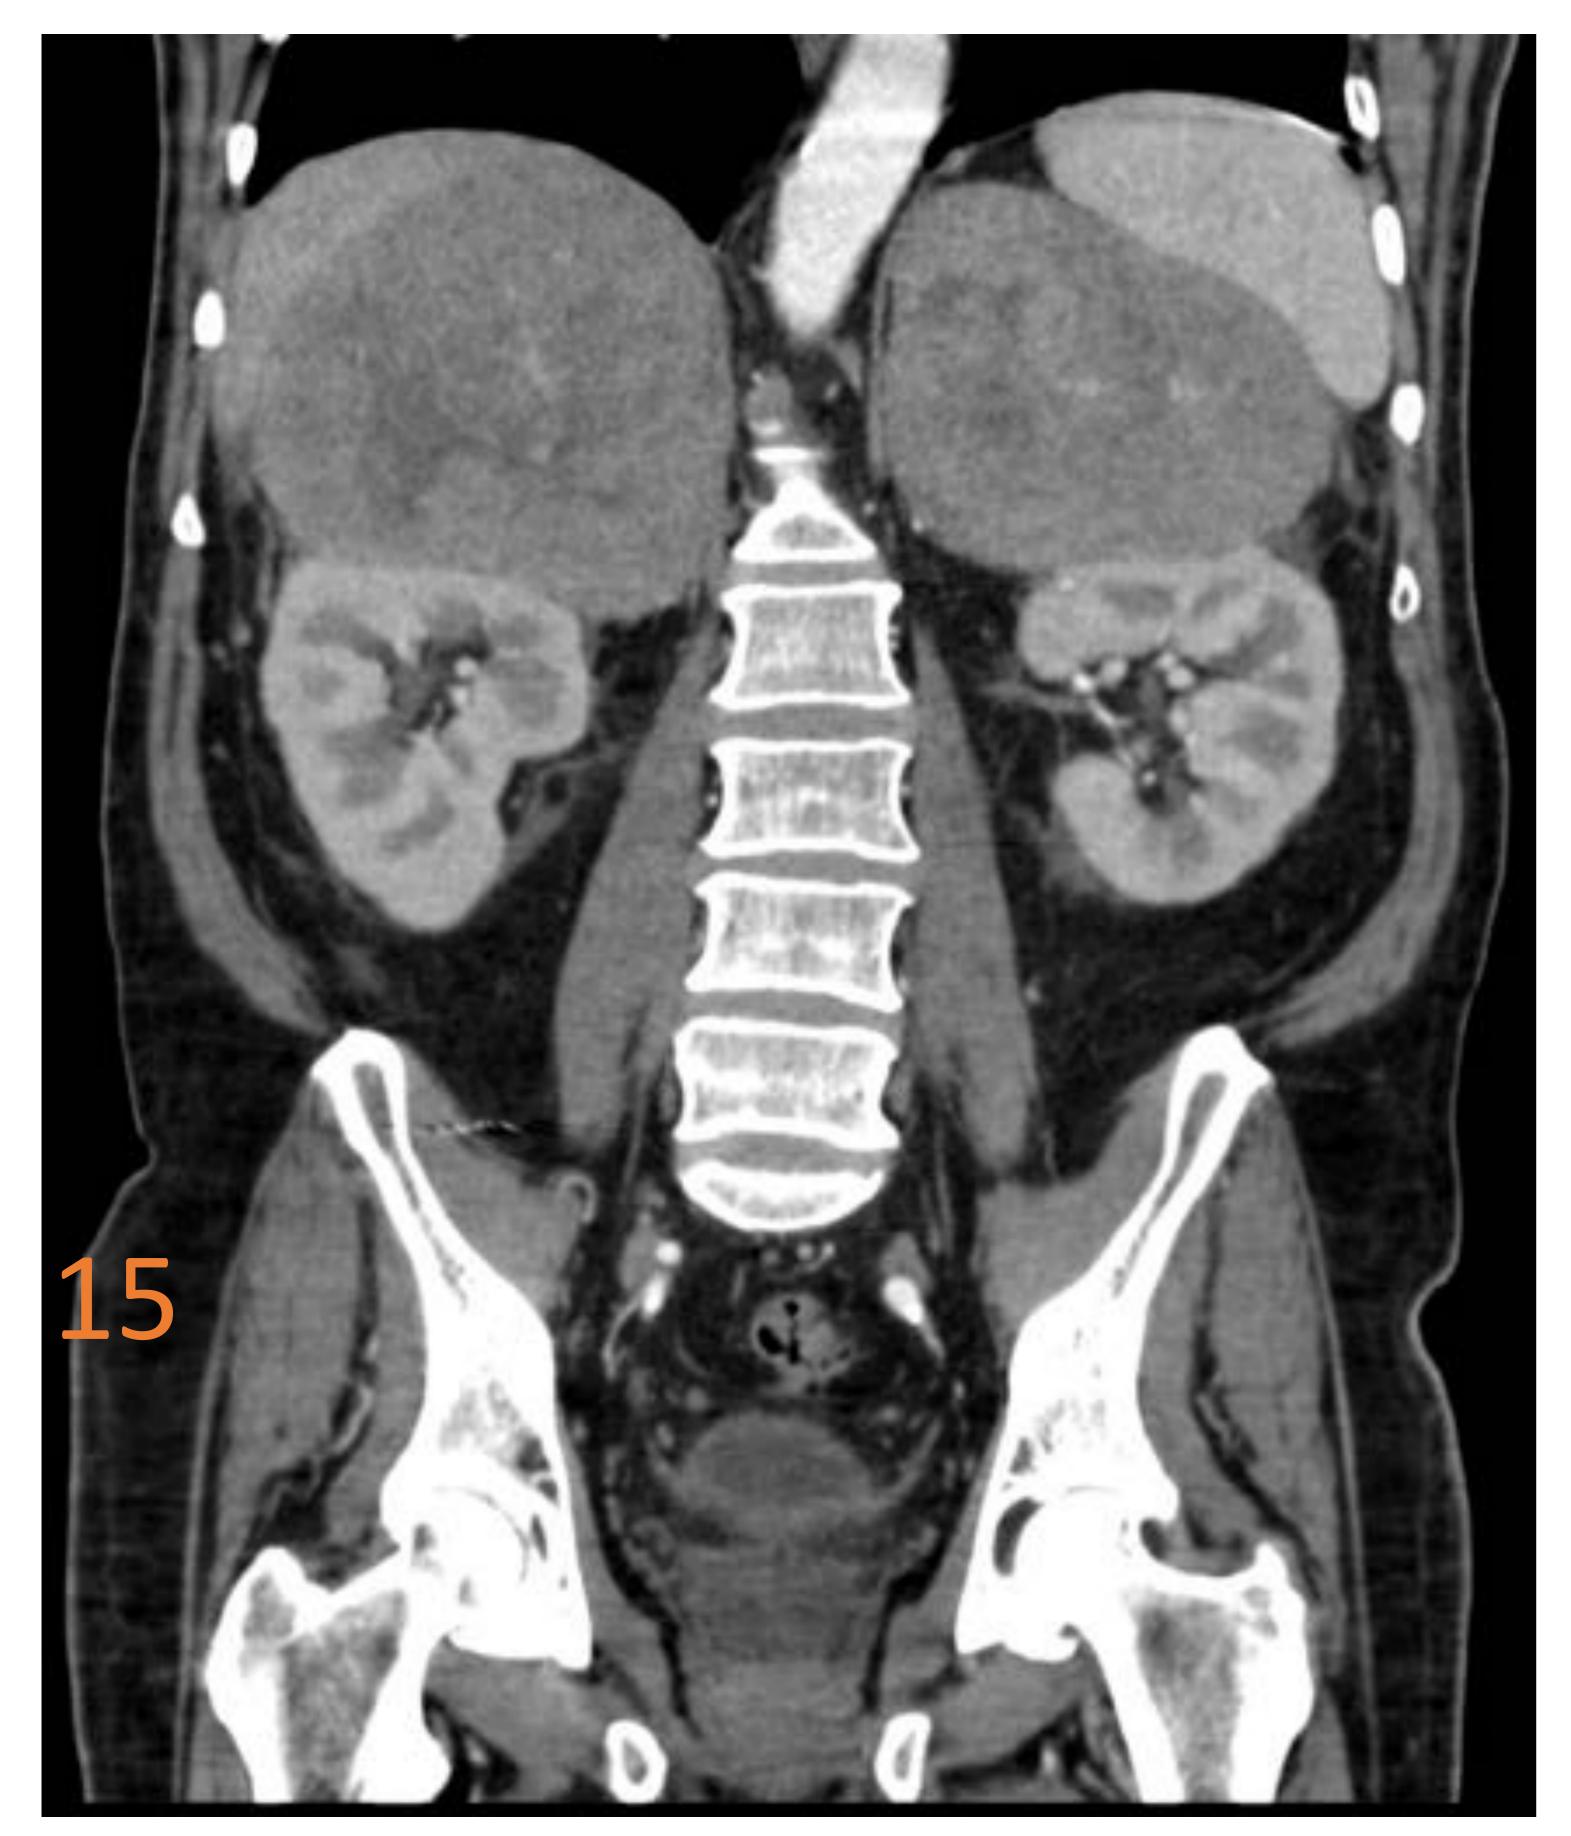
Linfoma adrenal primario bilateral. TC de abdomen con contraste IV en fase venosa. Masas adrenales bilaterales, bien circunscritas, de contornos redondeados y con captación de contraste heterogénea.
